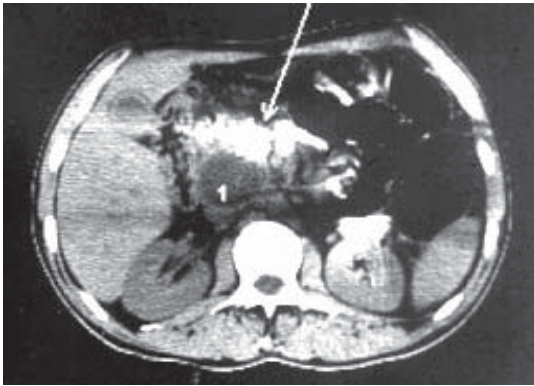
Комп'ютерна томографія. Хронічний панкреатит: 1 – киста головки підшлункової залози. Кальциноз паренхіми залози (вказано стрілкою).
